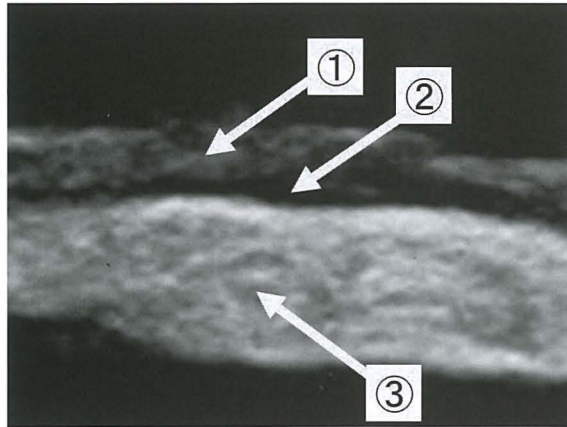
慢性胆嚢炎症例（切除標本）に対する超音波画像
